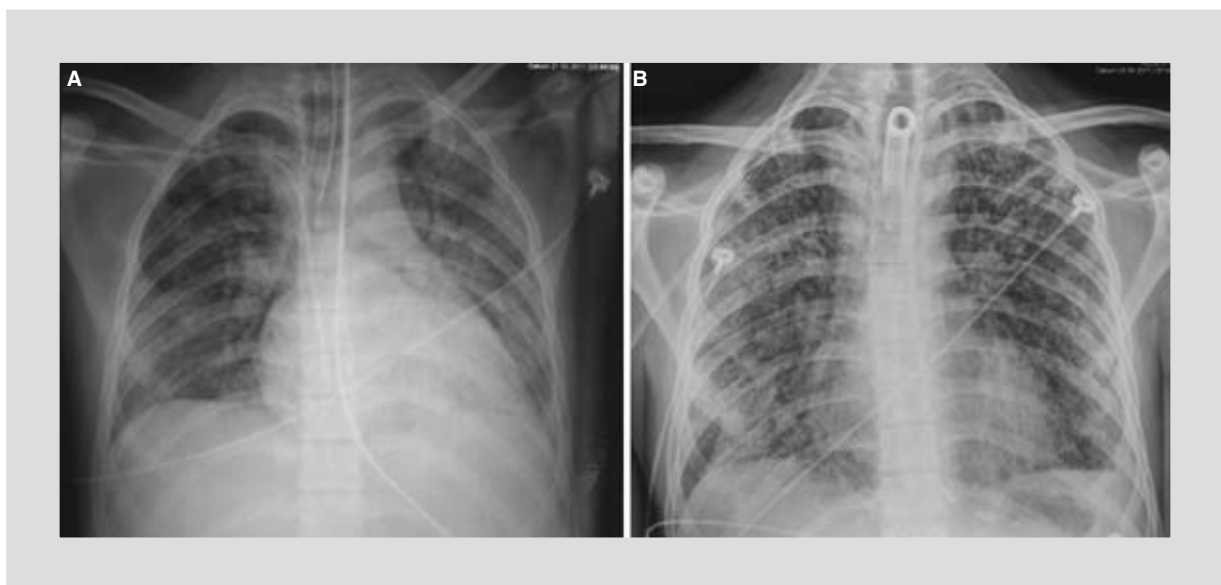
Radiografía simple de tórax en donde se observa: A: infiltrados pulmonares bilaterales y disminución de los volúmenes pulmonares. B: involución de los infiltrados e incremento del volumen pulmonar.
